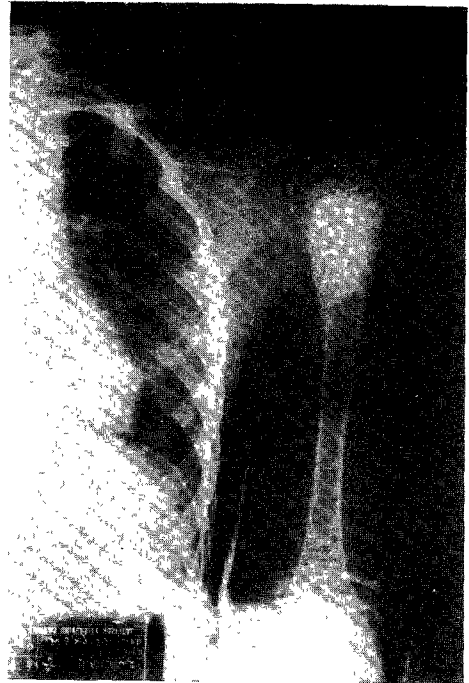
Postoperative X-ray film ; Numerous grafted chip bones were filled into the cystic lesion.
